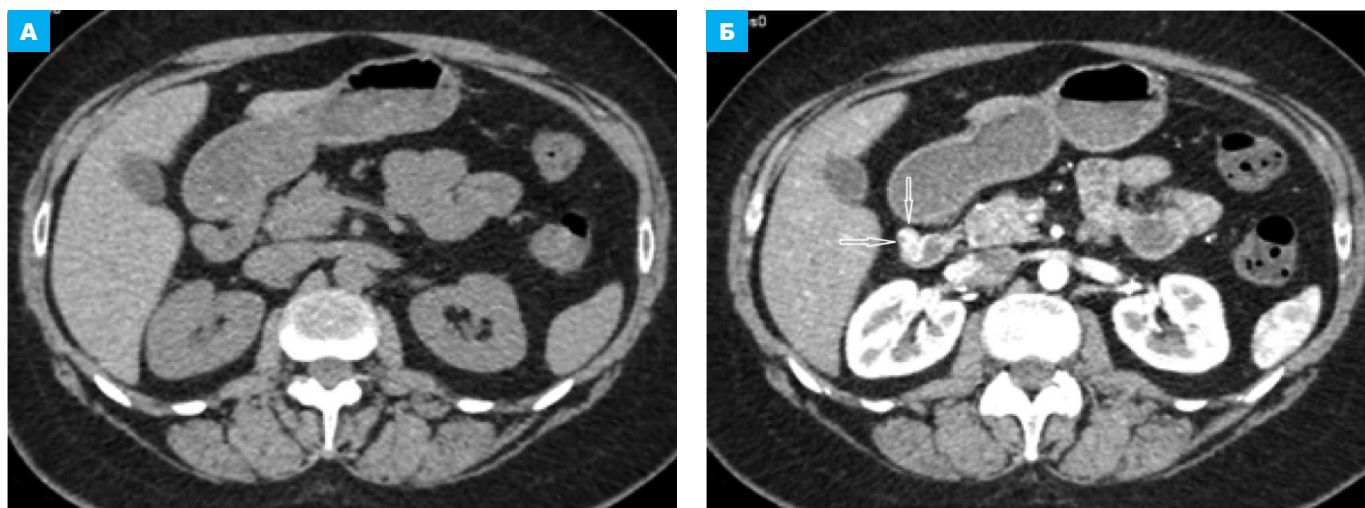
КТ брюшной полости, аксиальная плоскость. А – нативное исследование. Б – артериальная фаза КУ (увеличенный фрагмент области образования). Эктопированный очаг поджелудочной железы. Нативно – минимальная деформация вентральной стенки ДПК. В артериальную фазу КУ в вентральной стенке ДПК визуализируется четко очерченный гиперденсный узел (стрелка), синхронно контрастирующий с тканью поджелудочной железы (головка стрелки)
